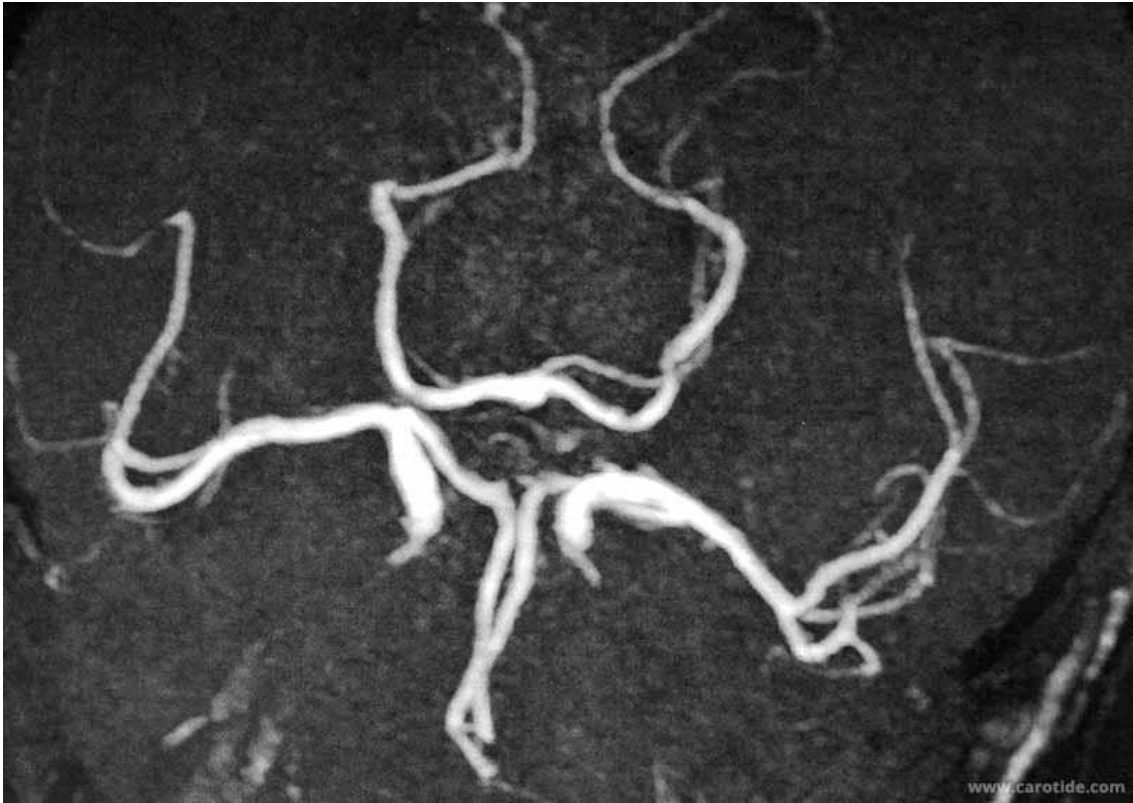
Angio-IRM du polygone de Willis incomplet.
